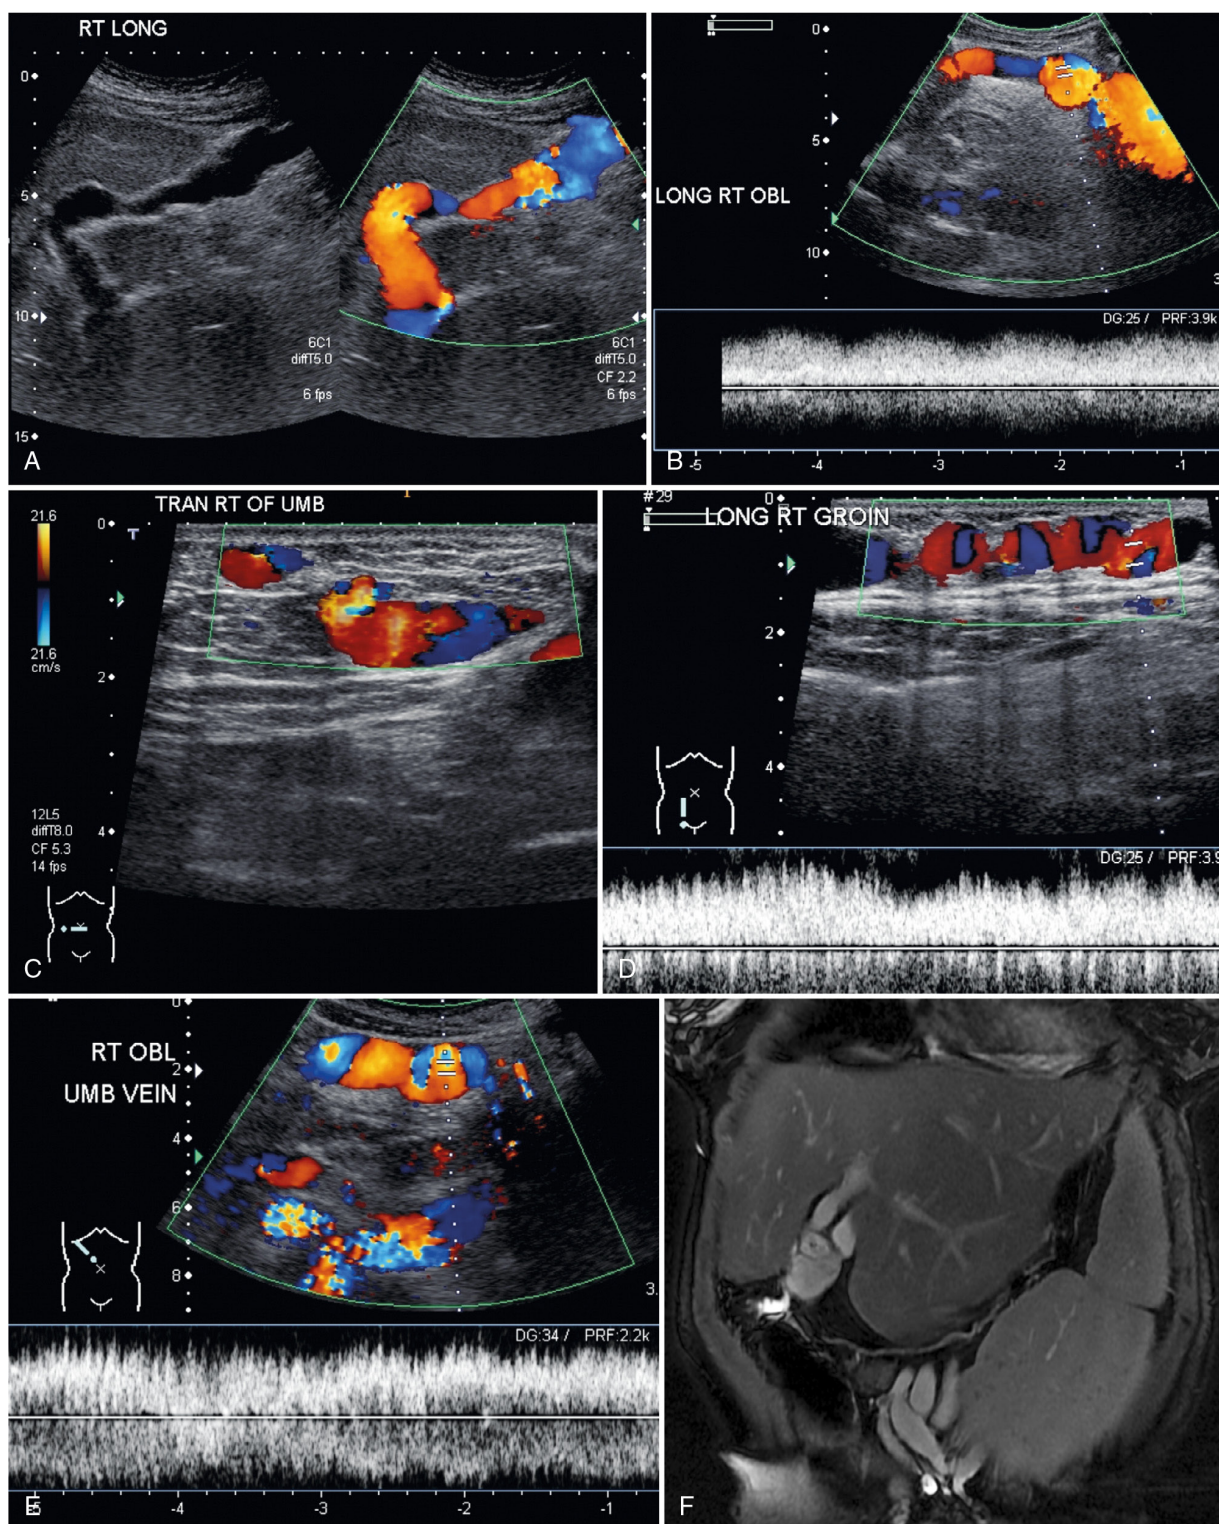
Paraumbilical Collateral Route. (A) and (B) Transverse paramedian gray-scale and color Doppler sonograms show left lobe of liver in a child with cirrhosis and portal hypertension. Recanalized umbilical vein, with venous flow signals directed toward the transducer, anteriorly out of the liver. (C)-(E) Sagittal and oblique color Doppler images showing flow leaving the liver through a patent paraumbilical vein that courses to the periumbilical area and right groin area. Pulsed Doppler waveforms show low velocity venous flow "hum" in these vessels. (F) Coronal Fiesta magnetic resonance image shows pericholecystic tortuous varices and infraumbilical vessels in the same patient.
